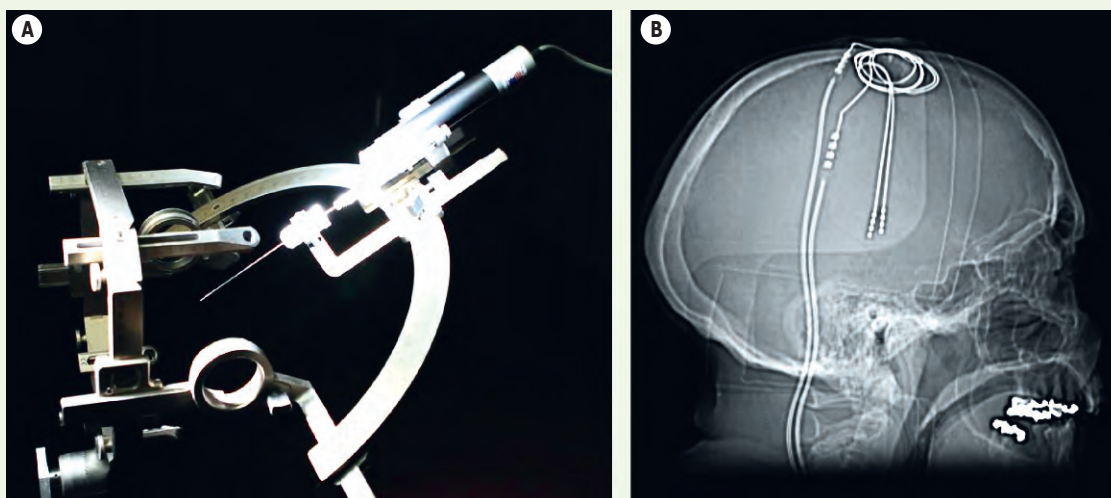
Exemples de dispositifs cliniques utilisés actuellement pour les injections et stimulations intracrâniennes. A. Dispositif d'injection stéréotaxique de vecteurs viraux. B. Électrodes de stimulation implantées dans le noyau sous-thalamique d'un patient parkinsonien et révélées par radiographie.
